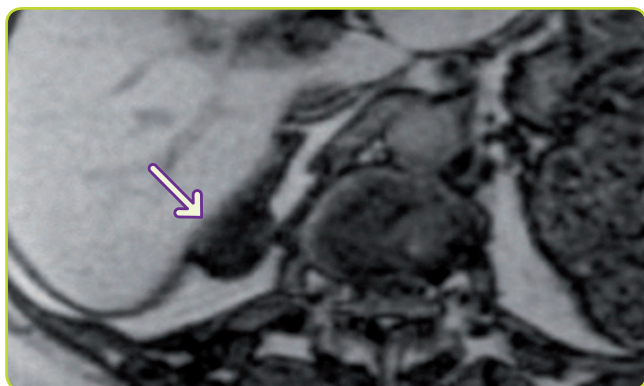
RM de adenoma suprarrenal derecho. Obsérvese cómo la masa pierde señal (se vuelve más negra) en la secuencia fuera de fase.
